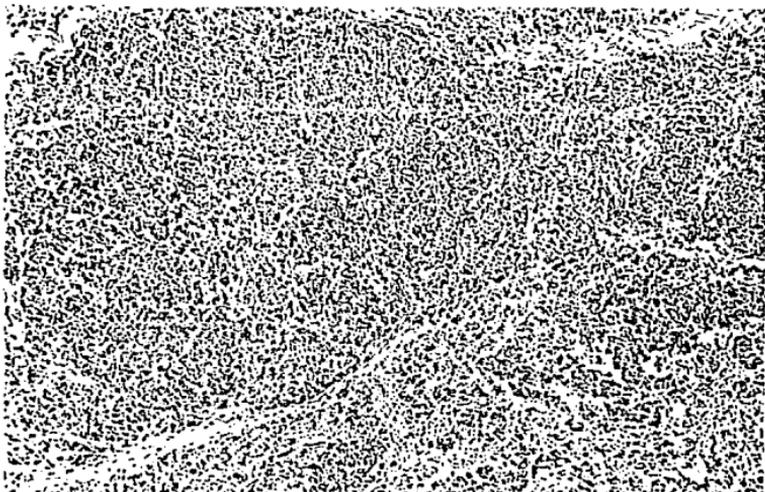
ASPECTO PANORAMICO DE LOS TUMORES NEUROECTODERMICOS PRIMITIVOS PERIFERICOS. EL PATRON DE CRECIMIENTO ES PRINCIPALMENTE FORMANDO NIDOS SOLIDOS CELULARES.
